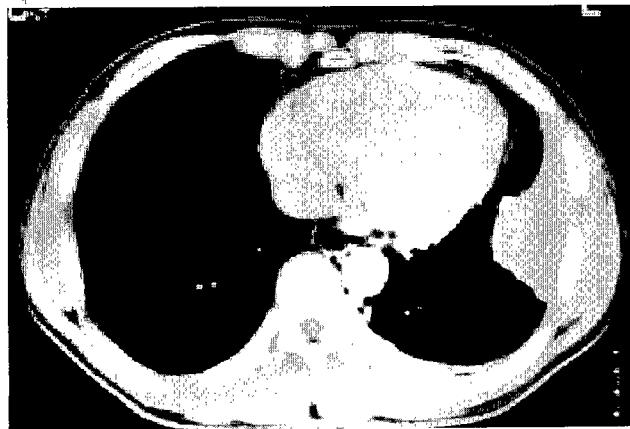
Preoperative chest CT. Heterogeneous soft tissue mass lesion in left lower lung zone abutting the left chest wall.
